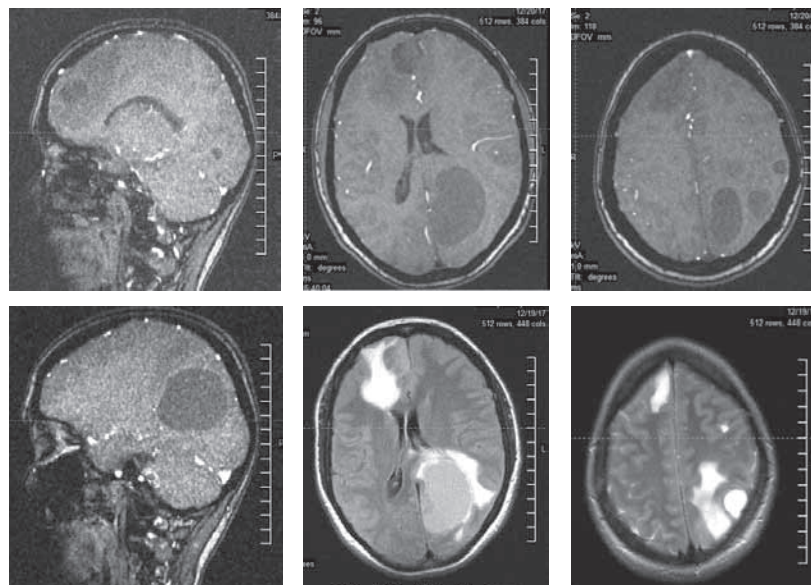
МРТ головного мозга от 19 декабря 2017 г.
